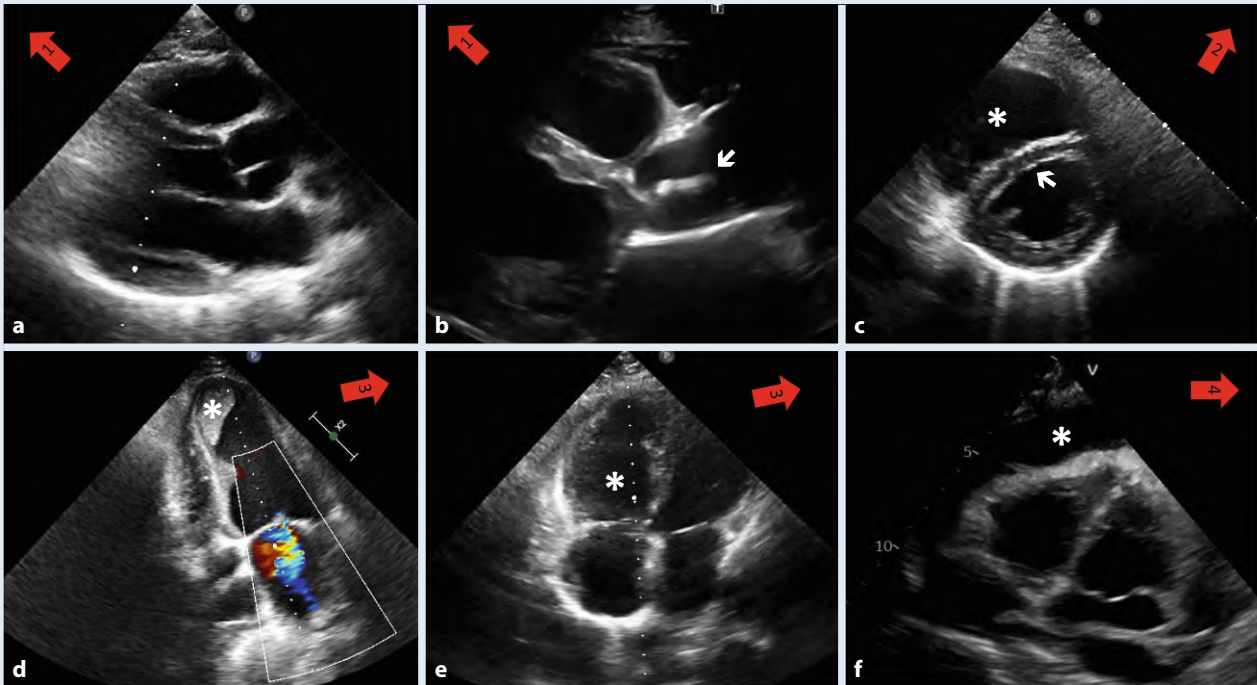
▲ a–f Darstellung der 4 kardialen Anlotungen des Rapid Ultrasound for Shock and Hypotension (RUSH)-Protokolls nach Advanced Critical Illness Life Support (ACiLS), Sektorschallkopf, *roter Pfeil*: Ausrichtung des Schallkopfs bei „4 Heart“. a Parasternal lange Achse (PLAX): Normalbefund des Herzens. b Parasternal lange Achse (PLAX): pathologischer Befund mit Vegetationen an der Aortenklappe als Zeichen einer Endokarditis (*weißer Pfeil*). (Mit freundl. Genehmigung, © S. Gaul, Augsburg, alle Rechte vorbehalten). c Parasternal kurze Achse (PSAX): pathologischer Befund mit typischen „D shapes“ („D sign“) als Zeichen einer Rechtsherzbelastung (*weißer Pfeil*). Das Ventrikelseptum wird durch den rechtsventrikulären Druck in der Diastole abgeflacht und formt ein „D“. Der rechte Ventrikel ist dilatiert (*Asterisk*). d Apikaler 4-Kammer-Blick (A4CH): pathologischer Befund mit Ventrikelthrombus apikal links (*Asterisk*). e Apikaler 4-Kammer-Blick (A4CH): pathologischer Befund mit vergrößertem rechtem Ventrikel bei akuter Rechtsherzbelastung (*Asterisk*) bei einem Patienten mit zentraler Lungenembolie beidseits. (Mit freundl. Genehmigung, © H. Biermann, Aachen, alle Rechte vorbehalten). f Subkostaler 4-Kammer-Blick (Sc4CH): pathologischer Befund am Herzen mit zirkulärem Perikarderguss (*Asterisk*) ohne hämodynamische Wirksamkeit, fehlende Kompression des rechten Ventrikels oder Vorhofs bei Patientin mit Dyspnoe, Lymphom
